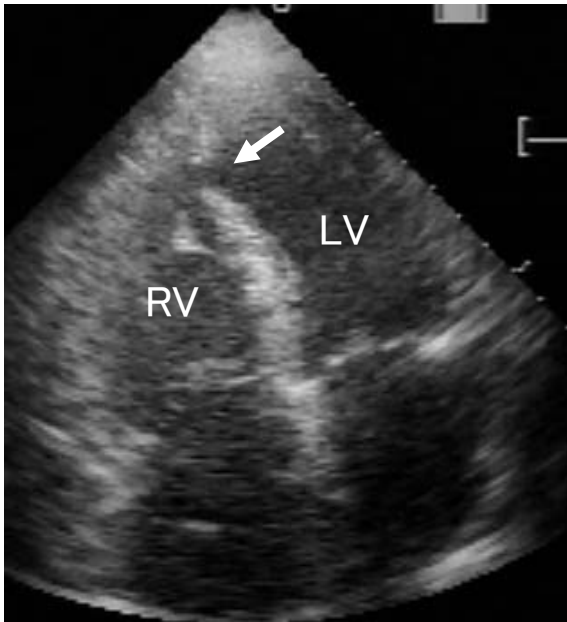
急変後、経胸壁心エコー(心尖部四腔断層像)前壁中隔の壁運動低下と心尖部に近い心室中隔壁に約1cmの欠損孔(矢印)を認めた。同部位にカラードプラー像で左室から右室へのシャントフローを認めた。RV:右室, LV:左室。
